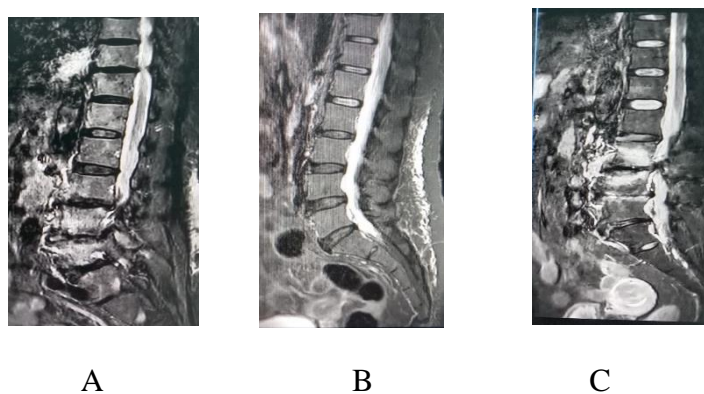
Hasil Citra MRI Lumbal Coronal T2, (a) pasien 1, (b) pasien 2, (c) pasien 3 (Data RSUD Kota Bogor, 2023)
